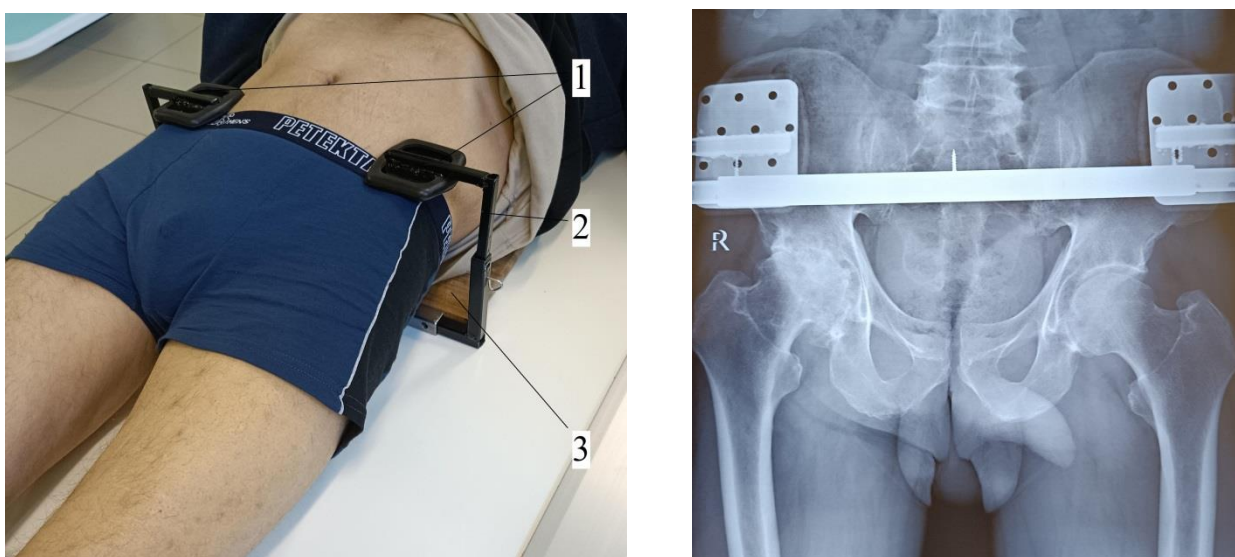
Укладка пациента при выполнении рентгенографии: 1 – линейный актуатор, 2 – стоподержатель, 3 – основание устройства, 4 – кнопка включения, 5 – блок управления актуаторами с радиоприемником, 6 – электропровод питания
